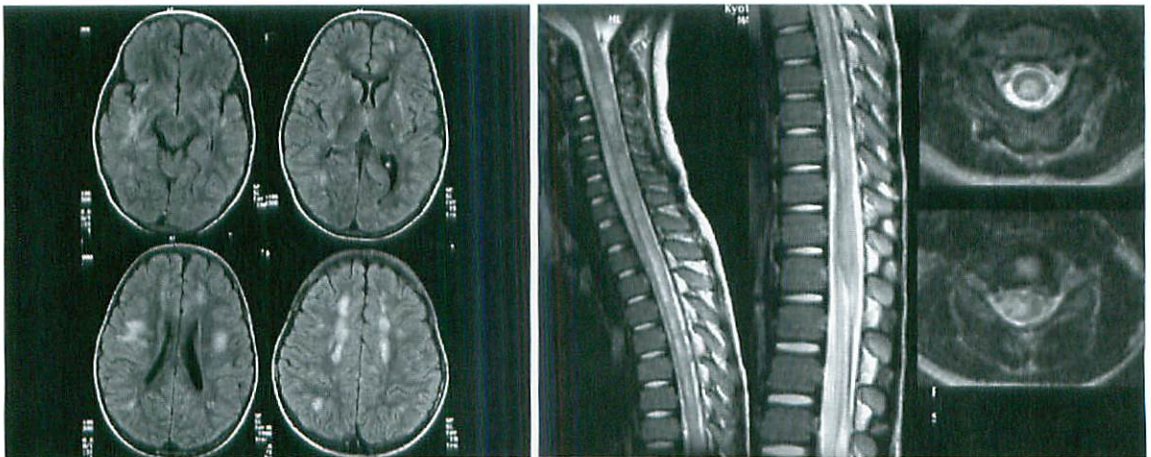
Three-year old boy presented with dysuria, fever and paraparesis seven days after the onset of meningoencephalitis. MRI exam shows multiple hyperintensity spots in the cerebral white matter, internal and external capsule and thalami on FLAIR sequences (a). T2-weighted cervical and thoracic spine show prominent high signal abnormality in the entire cord (b). He was diagnosed as ADEM.
